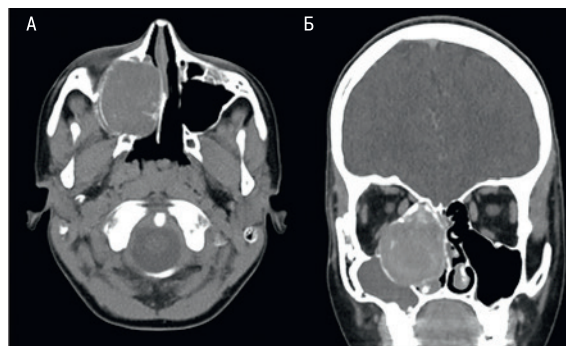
МСКТ при ЮОФ у ребенка 12 лет. Нативное аксиальное (А) и постконтрастное корональное (Б) изображение
